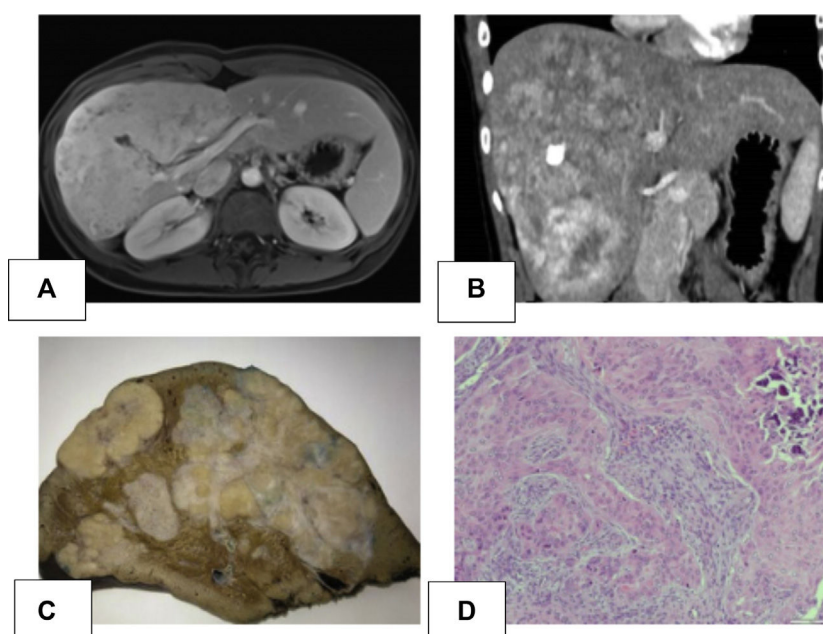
A) Resonancia magnética hepática: gran masa heterogénea de 11,5 × 10 × 19 cm polilobulada de los segmentos IV, V, VI, VII y VIII con captación hipervascular, sin claro lavado en fase portal y tardía, manteniendo focos no captantes a nivel central, que coincide con la calcificación del TAC. Leve restricción en la difusión. Compatible con carcinoma fibrolamelar. B) Tomografía axial computarizada abdominal: gran masa heterogénea hepática de contorno irregular y densidad heterogénea que ocupa los segmentos IV, V, VI, VII y VIII, presenta calcificaciones múltiples. Realce irregular en fase arterial y lavado del contraste en fase portal. C) Imagen macroscópica: pieza de hepatectomía de 24 × 17 × 19 cm, con 1.500 g de peso. Ocupada en su práctica totalidad por una tumoración blanquecina nodular de 21 × 13 × 8 cm que contacta con la cápsula hepática y queda alejada del borde de resección parenquimatoso. D) Imagen microscópica con hematoxilina eosina (aumento 10×): proliferación de células de tipo epitelioide y fusiforme con formación de material osteoide. Se observan nidos con aspecto epitelial central, rodeados por células de aspecto fusiforme. Área calcificada.
